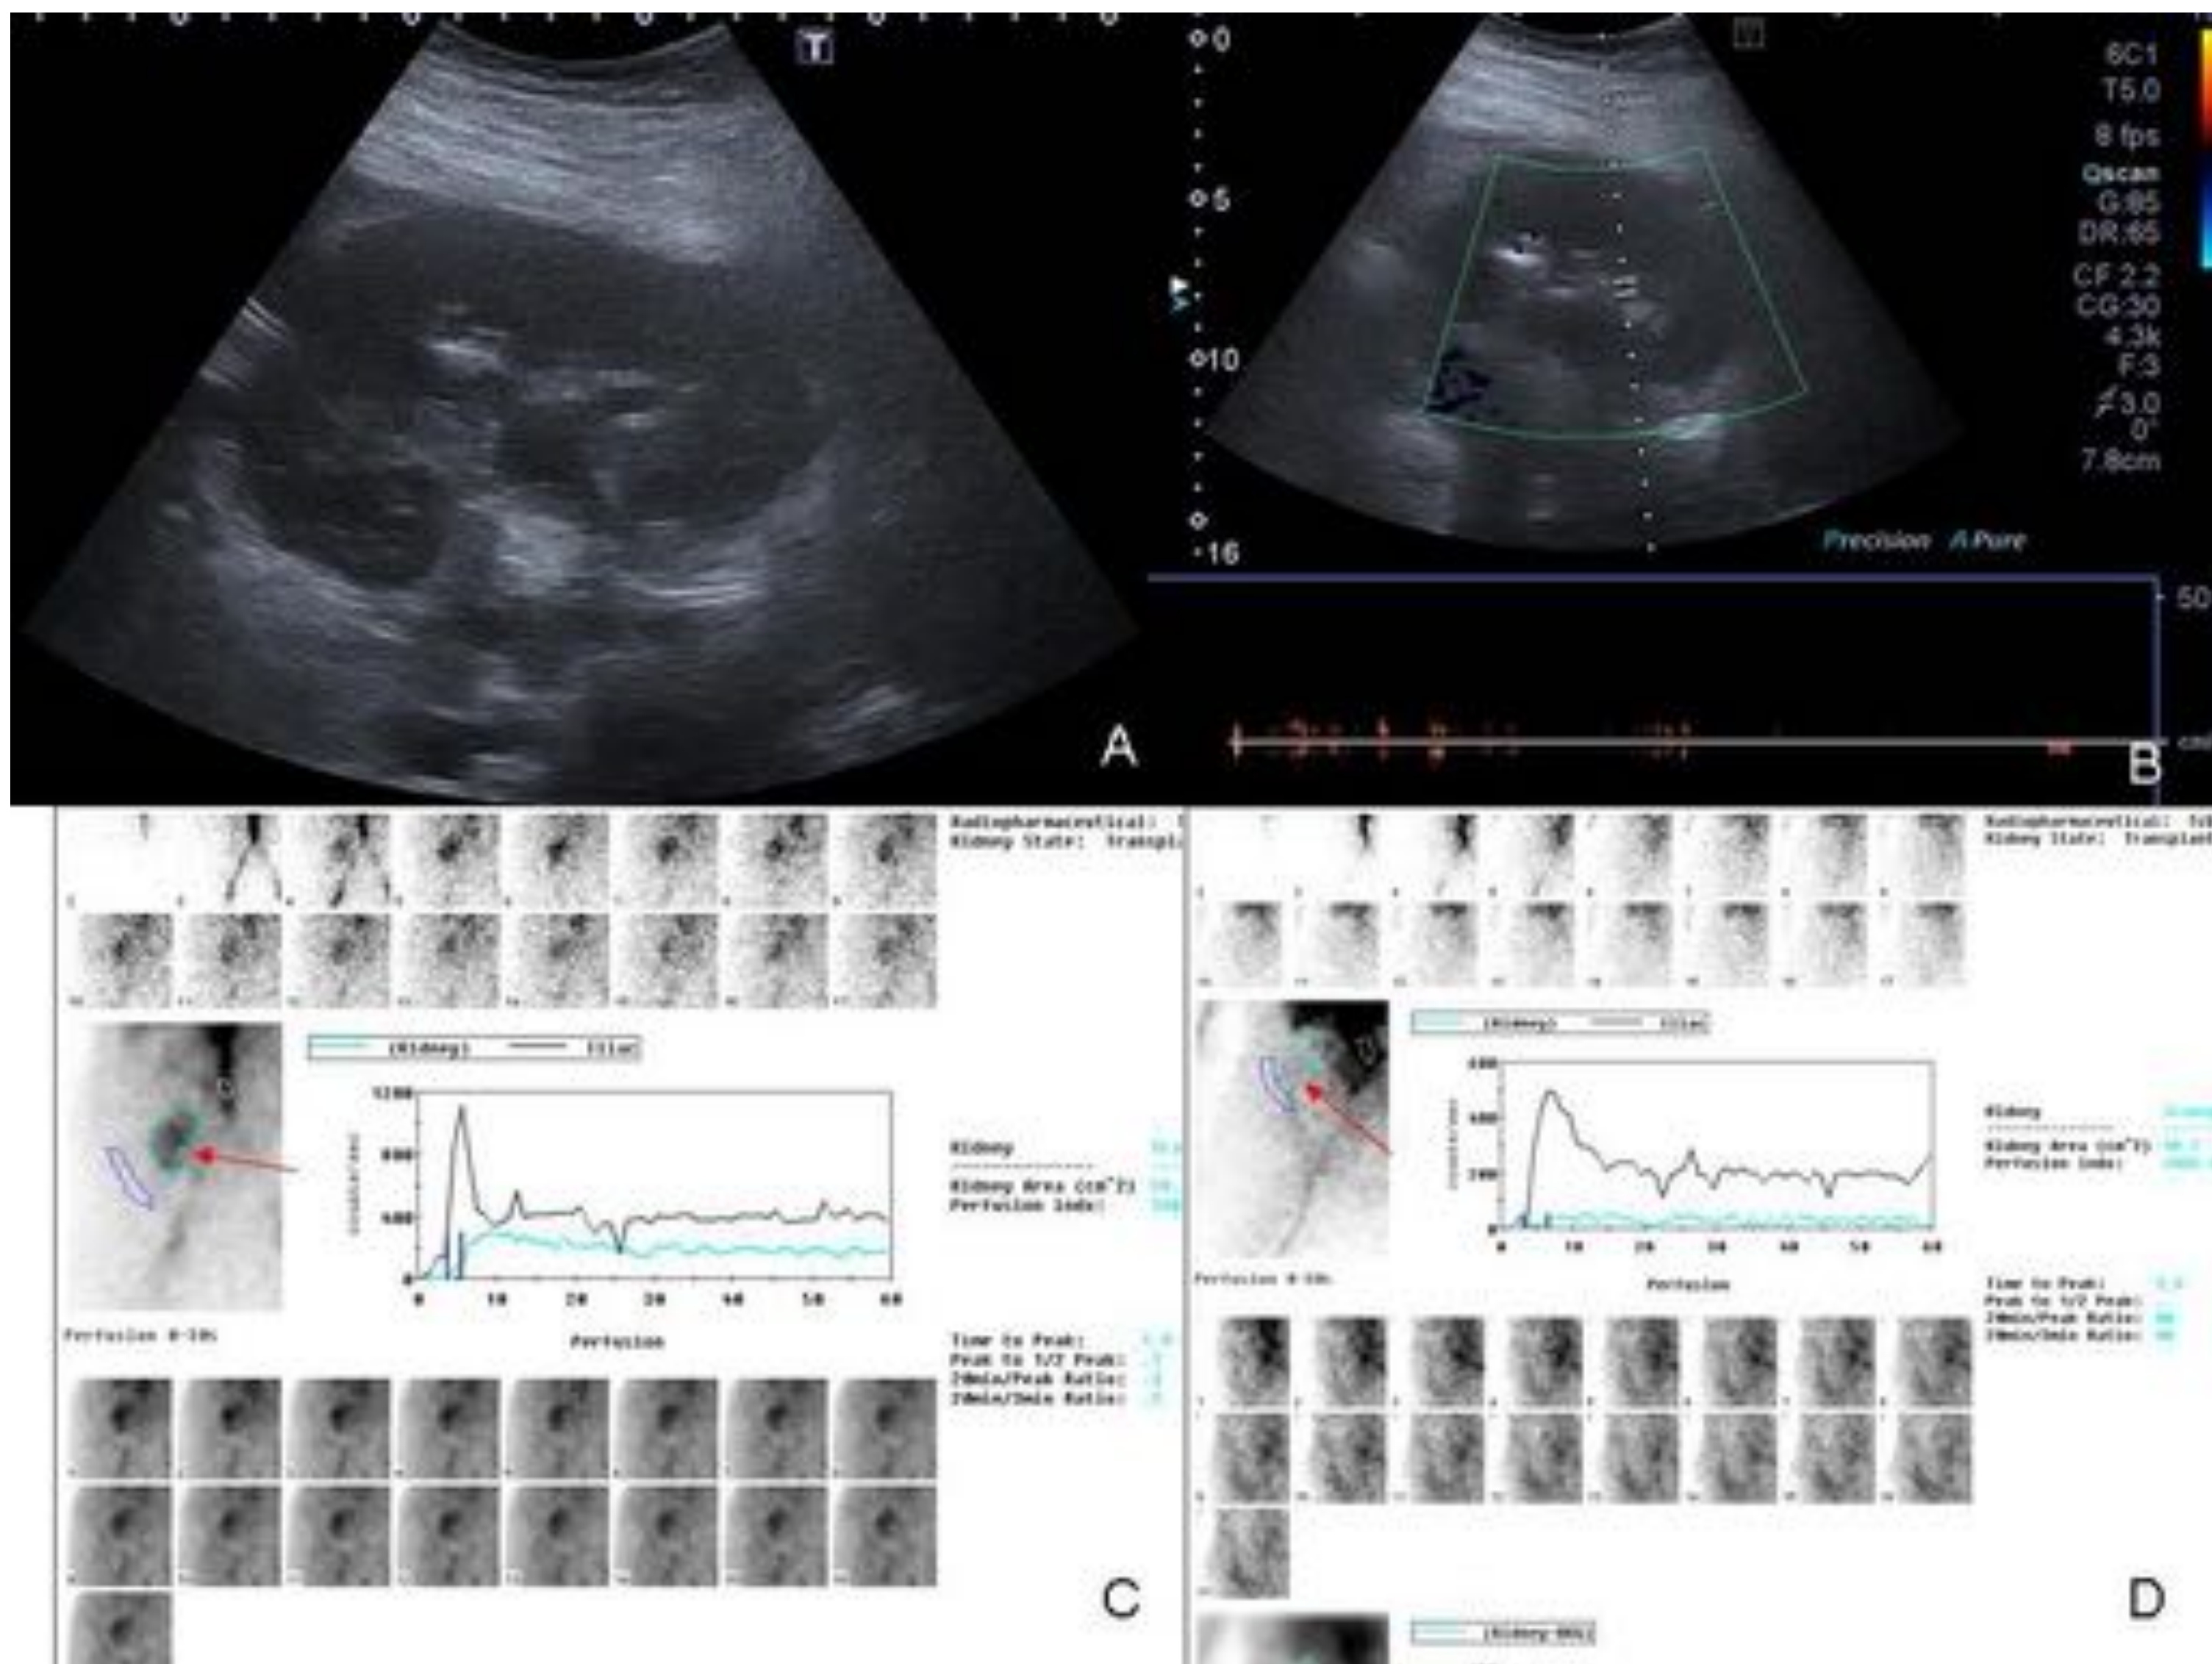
Trombosis de arteria renal. La ecografía Doppler (imágenes A y B), muestra la ausencia total de vascularización del injerto. El primer renograma realizado mostraba una perfusión del injerto normal (imagen C, flecha roja), mientras que horas más tarde presentaba anulación funcional completa (imagen D, flecha roja).
